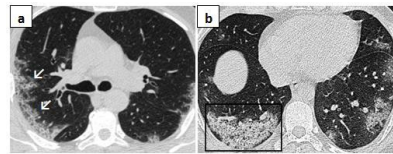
68 yaş erkek COVID-19 hastası, (a) olgunun ilk başvurusundaki kontrastsız Toraks BT incelemesinde periferik ağırlıklı buzlu cam opasiteleri izlenirken; (b) 1 hafta sonraki görüntülemesinde BCO'ların yerini multifokal, yamasal-segmental konsolidasyonların aldığı dikkati çekmektedir.
